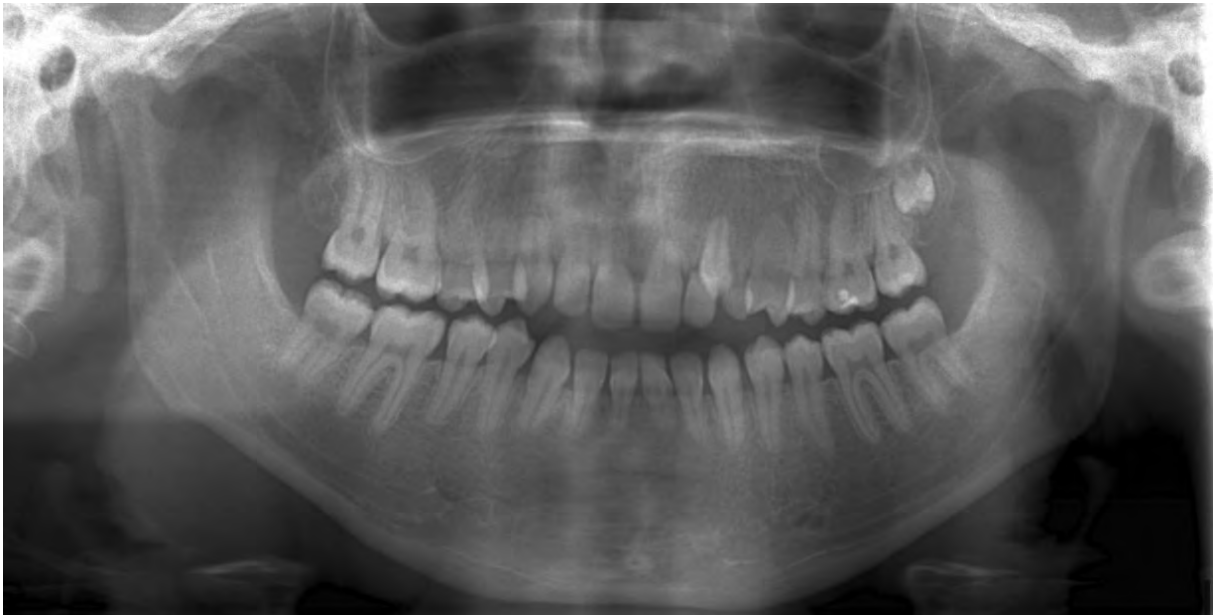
Orthopantomogramme: cas de Jonathan (27/11/1993) atteint du syndrome Singleton-Merten. Il présente des racines courtes, peut être résorbées, essentiellement au niveau des dents antérieures et des prémolaires (Hôpital San Rafael, Leuven, Belgique).
